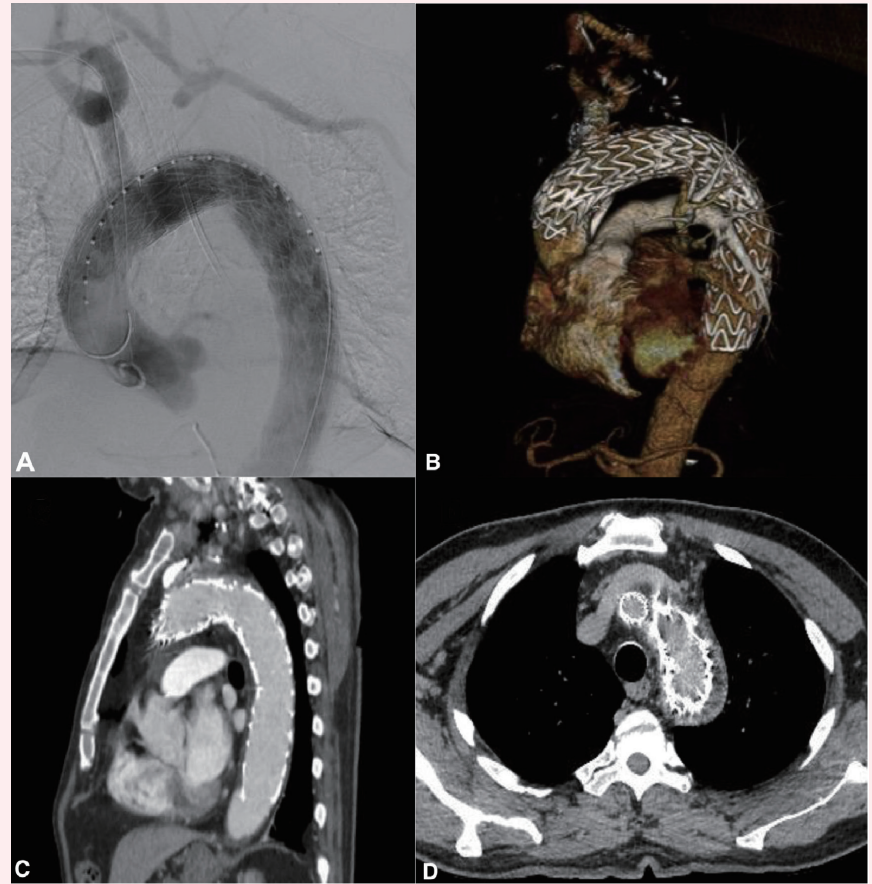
A, 术后造影显示假腔封闭，无名动脉和去分支人工血管通畅。B, 三维重建显示支架形态良好。C, (矢状位) 术后随访 3 月的 CTA 显示假腔完全封闭，远端主动脉重塑良好，无内漏。D, (轴位) CTA 显示烟囱支架在升主动脉内。
